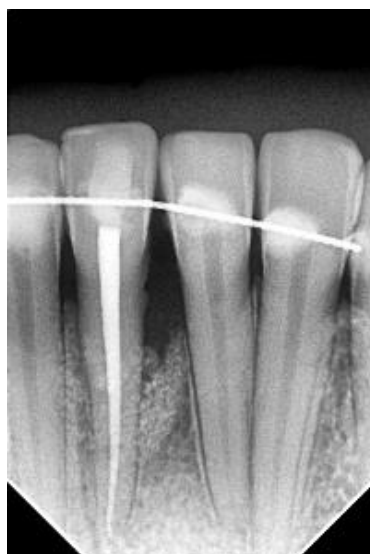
Radiografía de control a los 12 meses aproximadamente de realizada la intervención quirúrgica en donde se observa mayor densidad ósea y estabilidad del
